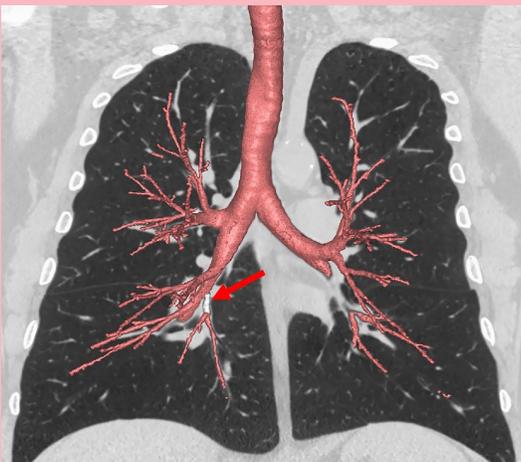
Imagen del escáner de CT (CAT scan) de los pulmones con el árbol de las vías respiratorias de color rosado. La flecha roja apunta a una rama adicional en el árbol de las vías respiratorias.
